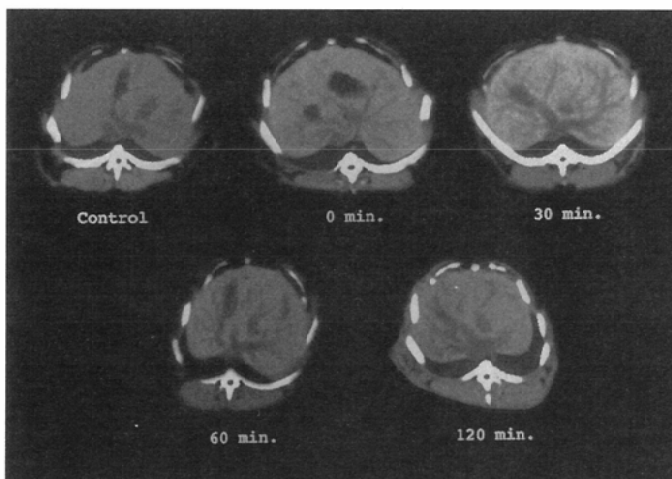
CT findings from before (control) to 120 minutes after injection. In the control image, the blood vessels appeared as an unclear low density area. After the LEL38 injection, it was seen as a clear low density area.
